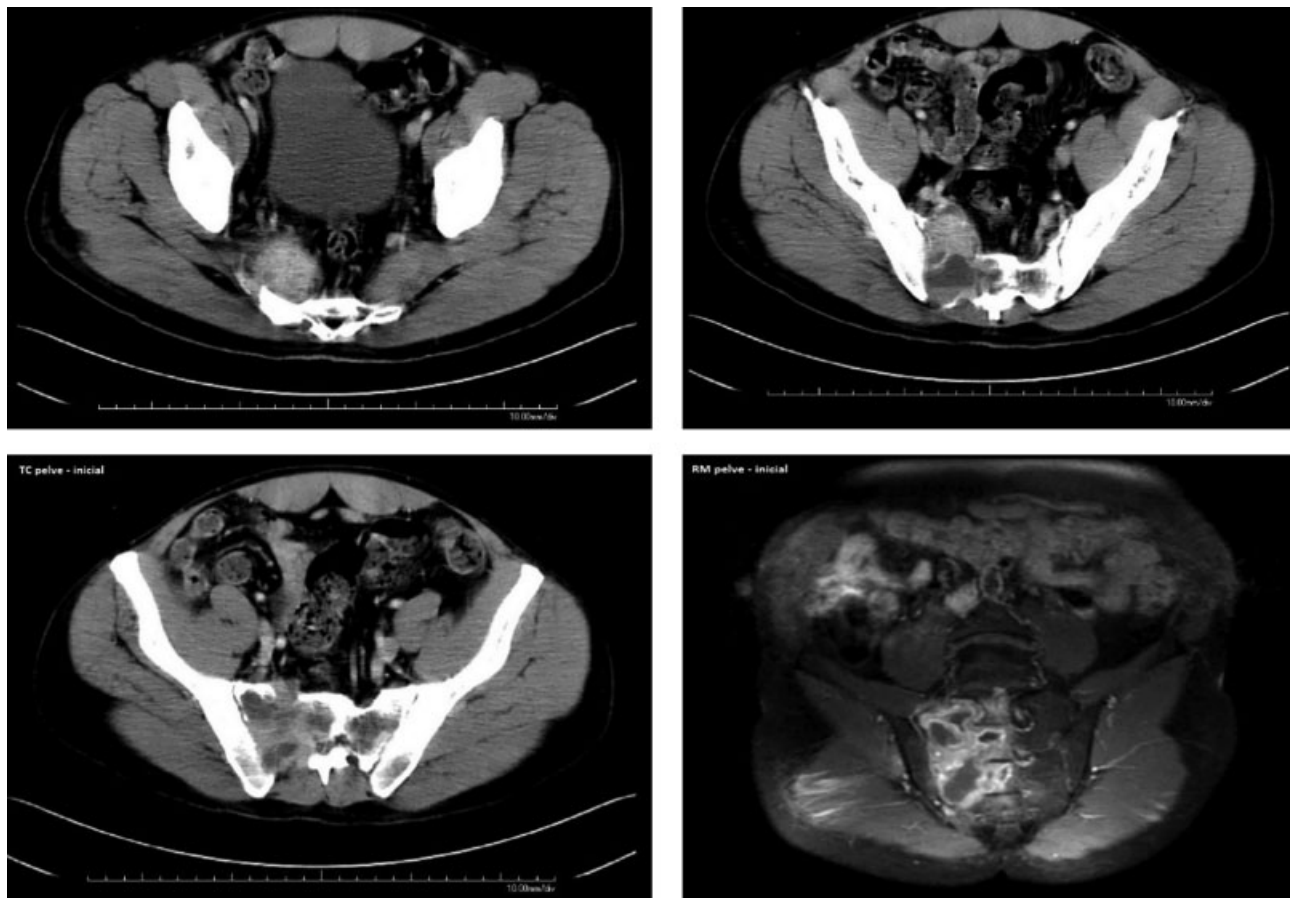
Exame de ressonância magnética nuclear com lesão osteolítica (8,3 × 5,8 × 4,8 cm) com áreas de ruptura cortical e componente extra-ósseo, central e lateral direita do sacro (S1 a S4), forames sacrais, canal raquiano sacral, articulação sacroilíaca; pequeno comprometimento cortical do ilíaco direito. O centro de aspecto cístico com níveis líquidos. Envolvimento das raízes sacrais e aparente infiltração do músculo piriforme, com edema dos músculos glúteos médio e máximo. Íntimo contato com o nervo ciático, com os vasos ilíacos, glúteos superiores e inferiores; espondilólise bilateral de L4 associada a uma anterolistese de L4 sobre L5 grau 2, determinando estenose dos forames neurais nesse nível.
